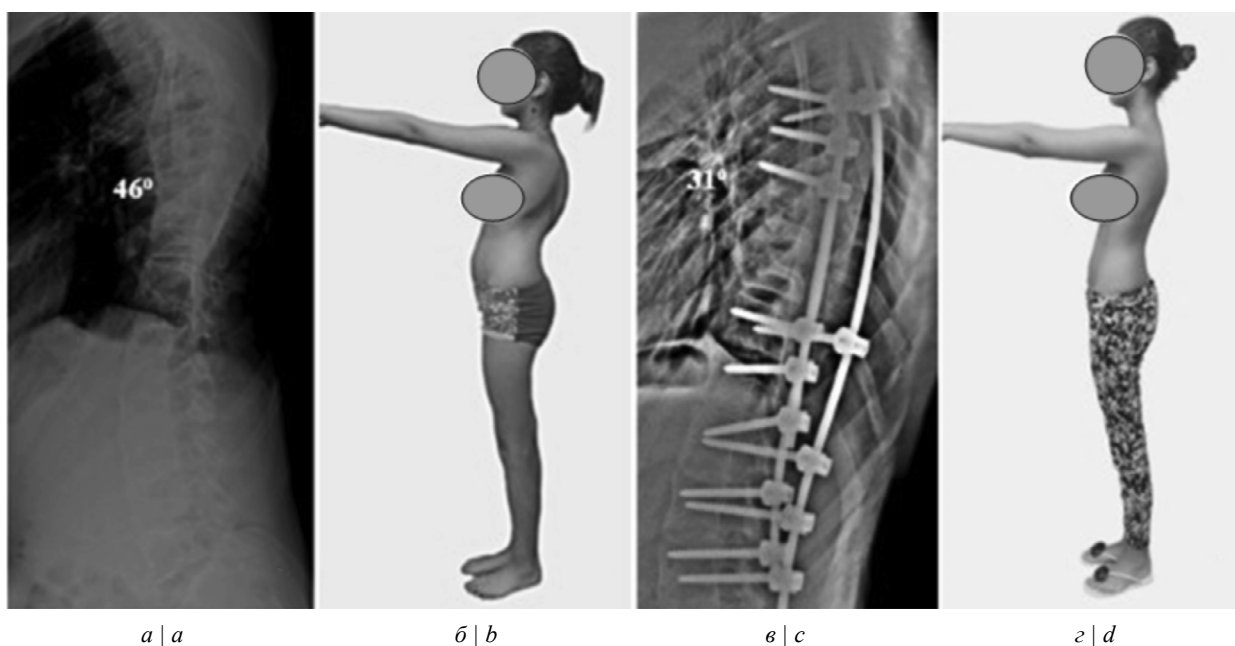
Внешний вид больной К., 15 лет, сбоку и боковые рентгенограммы.
